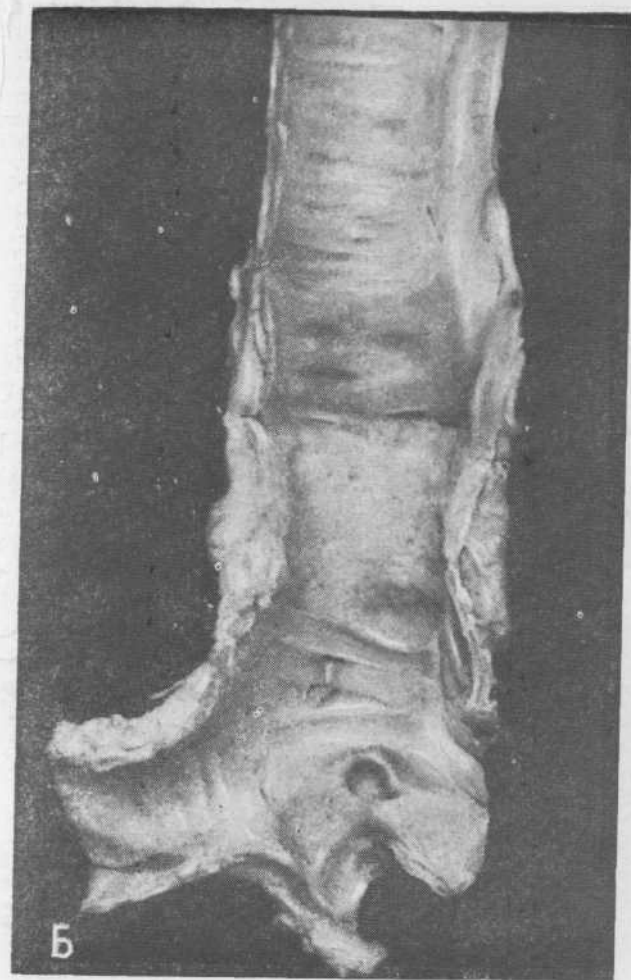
Опыт № 114-А. А. Рентгенограмма грудной клетки через 5 лет после операции.
